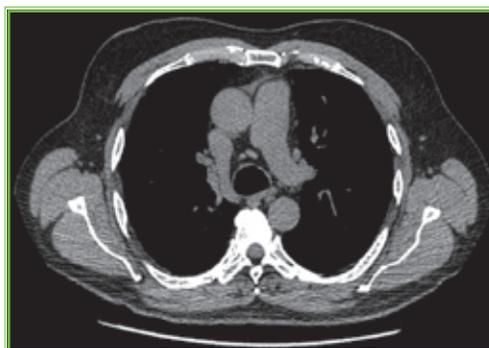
TAC de tórax que muestra la vena ácigos y su desembocadura en la vena cava superior.
